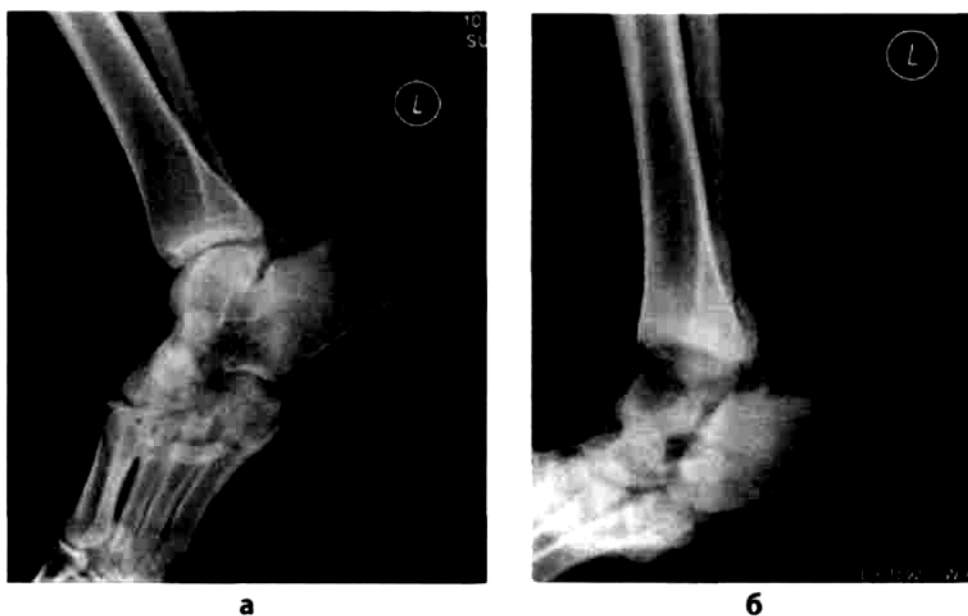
Рентгенограммы левой стопы пациентки X., 40 лет
